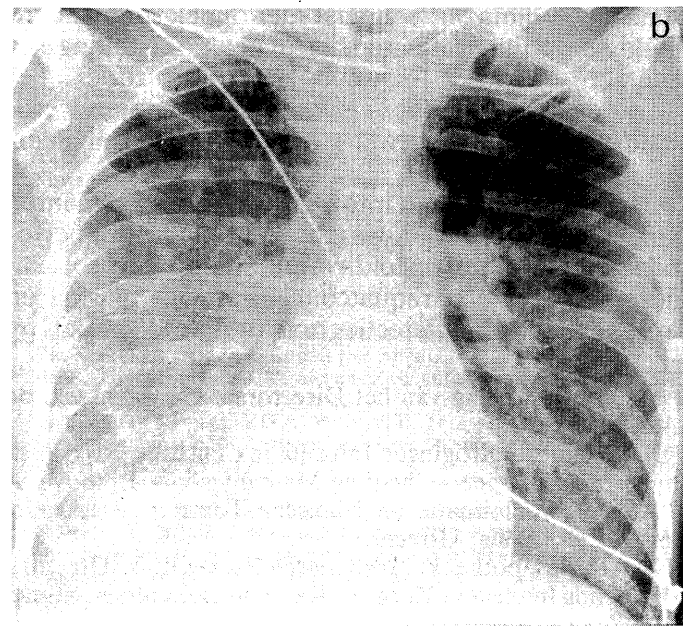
Röntgenopnamen van de thorax van patiënt A. (a) Dag van opneming: rechts paracardiaal infiltratieve afwijkingen. Er zijn nog resten amidotrizoïnezuur (Gastrografin) te zien van een elders gemaakte controlefoto. (b) 6 dagen na binnenkomst: het beeld passend bij toenemende longfibrose.
